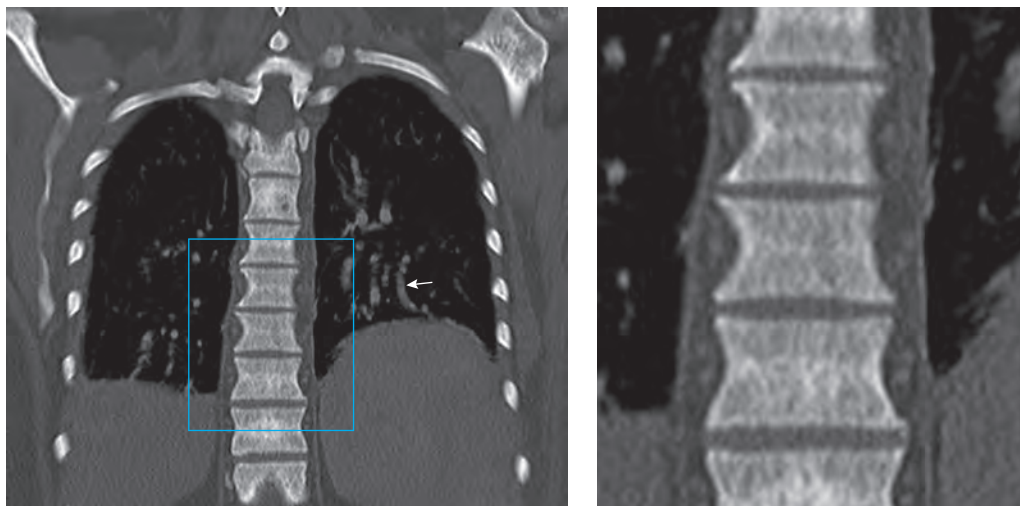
Первичный миелофиброз. Фронтальная реконструкция КТ. Определяются диффузные склеротические изменения в позвоночнике, ребрах, значительное увеличение селезенки. Бронхи расширены по цилиндрическому типу (стрелка). На увеличенном изображении отчетливо видны утолщенные костные балки, формирующие широкопетлистую перестройку костной структуры.
